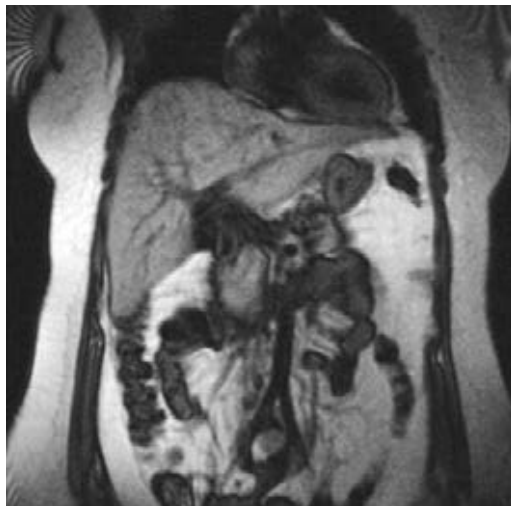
Resonancia magnética nuclear donde se evidencia lesión hepática compatible con hepatocarcinoma de 9 cm aproximadamente en segmento VI y VII.
